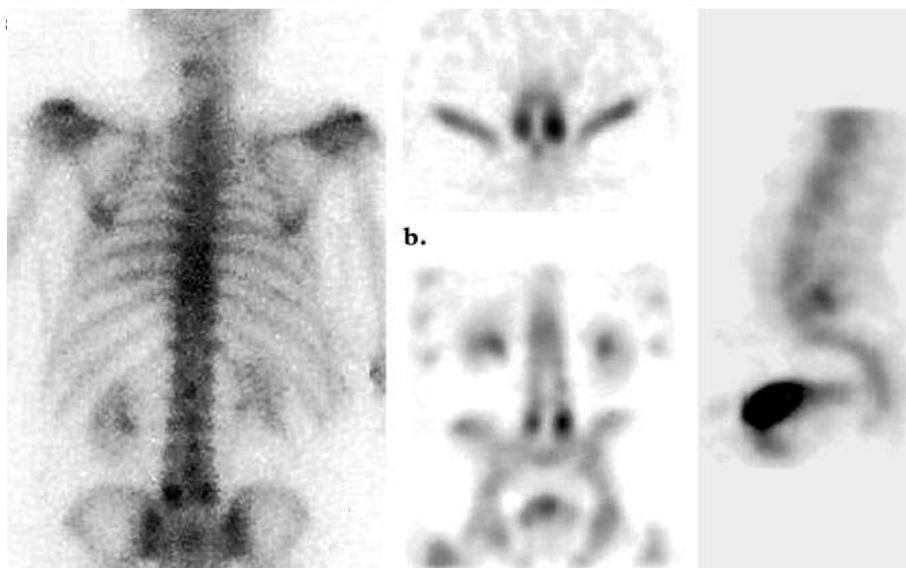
(а) Задня планарна сцинтиграма показує двосторонні вогнища підвищеної активності в нижньому поперековому хребці. (b-d) Трансаксіальні (b), корональні (c), та сагітальні (d) томограми підтверджують, що ця підвищена активність обмежена задніми елементами, оминаючи педикули, що вказує на те, що це не метастатичне захворювання.
